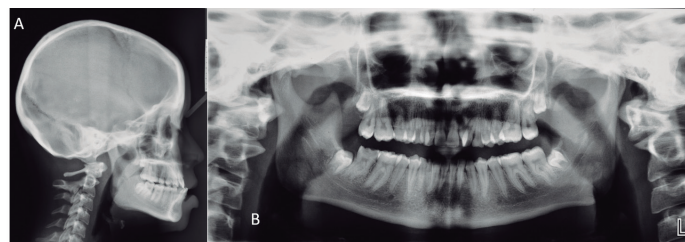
A, Telerradiografía de perfil inicial, paciente presenta acomodación mandibular presentando mordida invertida, lo que no se observa clínicamente. No permitió repetición de la radiografía. B, Ortopantomografía inicial.
